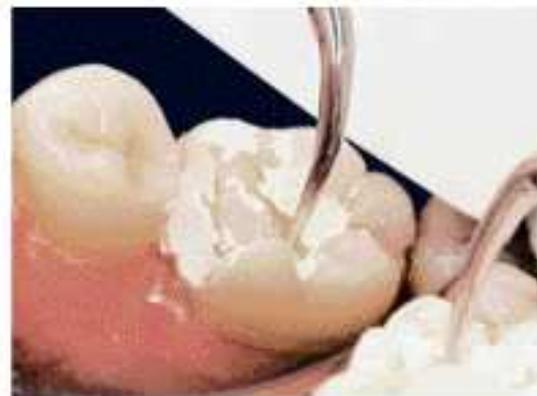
Passage d'un insert ultrasonique pour nettoyer la cavité (39)
